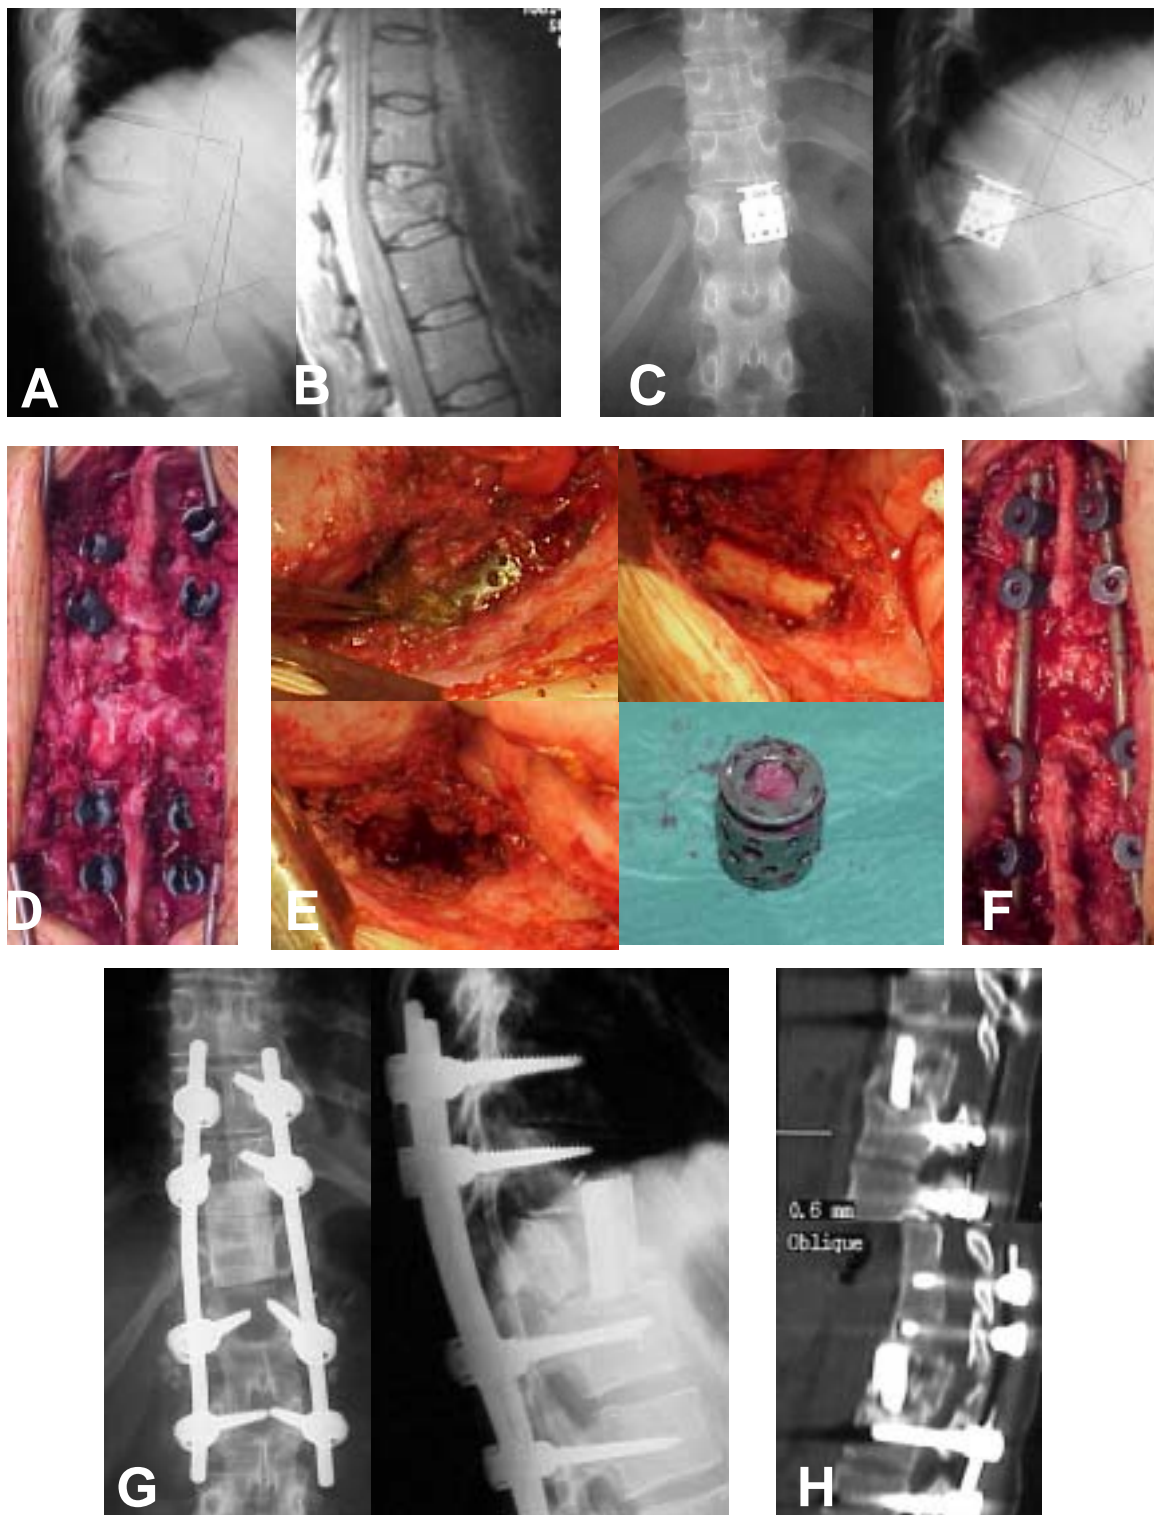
Exemple d'al-loempelt col·locat en un fracàs de caixa intersomàtica. Es tracta d'un pacient de 26 anys que va patir una fractura-afalcament vertebral en T12 degut a un accident de trànsit. A: Imatge radiològica inicial en el perfil. B: RMN inicial. C: El pacient es va intervenir i se l'hi va col·locar aquesta caixa intersomàtica anterior, amb empitjorament de la cifosi (38°). Es va decidir fer un triple abordatge en un sol temps quirúrgic, amb D: un primer temps posterior, instrumentació T10-L2 i osteotomia facetària posterior. E: un segon temps anterior amb extracció de la caixa intersomàtica, cruentació i col·locació d'al-loempelt estructural de fèmur i F: un tercer temps posterior amb fixació de la instrumentació a compressió. G: Control radiogràfic en l'anteroposterior i en el perfil als 24 mesos de seguiment. H: TC de control als 24 mesos de seguiment on es pot observar la integració de l'empelt.
